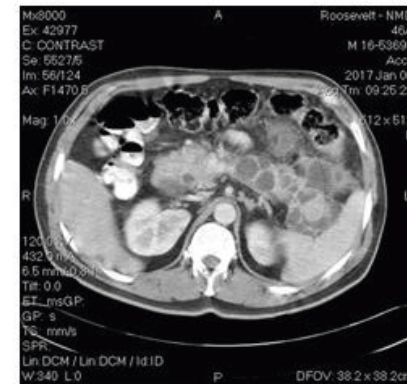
Tomografía abdominal donde se observan múltiples lesiones quísticas en cabeza, cuerpo y cola de páncreas, así como en polo superior de riñón izquierdo.
